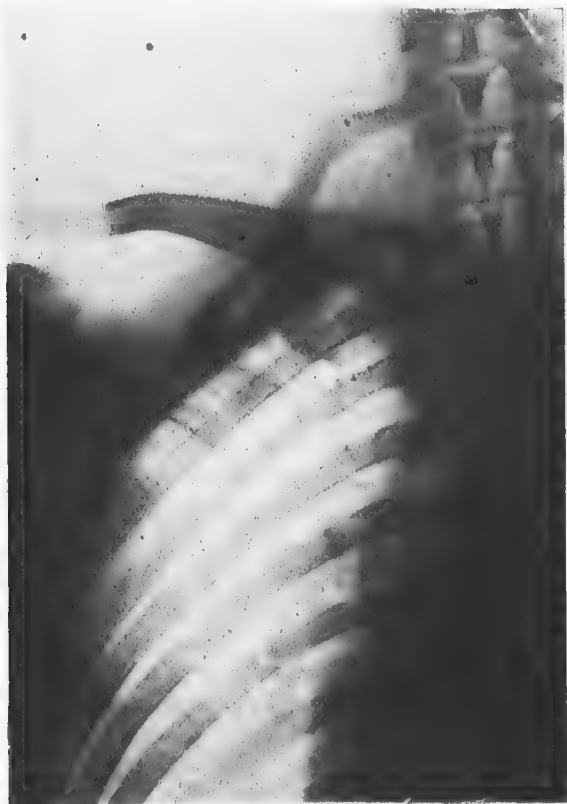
Radiographie du côté droit. La partie vertébrale de la 2^e côte a disparu.
